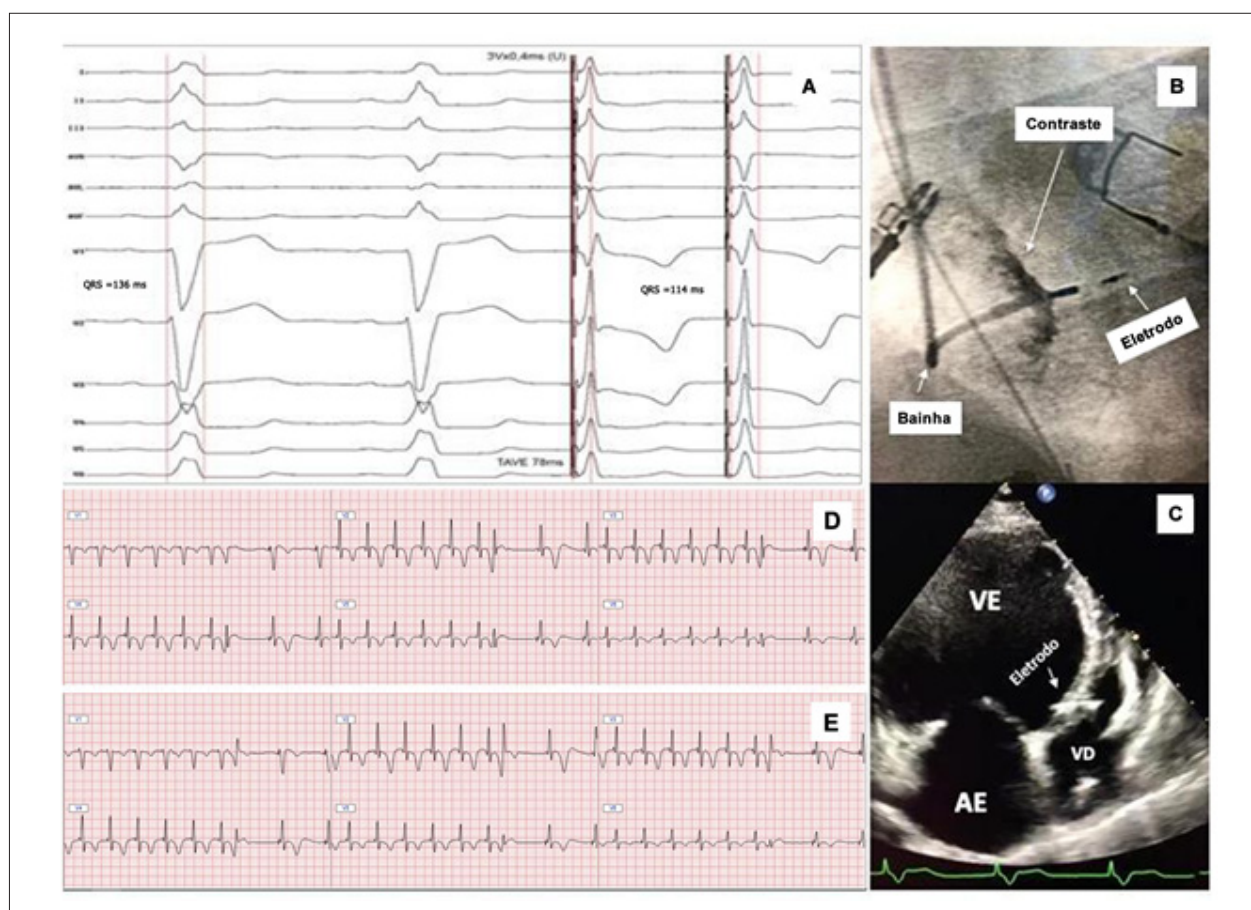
Técnica de extraestímulos por meio do eletrodo do marca-passo para demonstrar captura do ramo esquerdo (RE). O painel A mostra a presença de ritmo sinusal com bloqueio do ramo esquerdo (BRE) com duração do complexo QRS de 136 ms (dois batimentos iniciais). Durante a estimulação do RE, observa-se redução da duração do complexo QRS para 114 ms com um tempo de ativação do ventricular esquerdo (TAVE) de 78 ms. A posição do eletrodo pode ser evidenciada em projeção oblíqua anterior esquerda a 30° durante injeção de contraste através da bainha, e um ecocardiograma transtorácico bidimensional ilustra a posição desse mesmo eletrodo por meio do septo interventricular no painel C. Os painéis D e E ilustram a diferença na morfologia do complexo QRS em V1 durante estimulação contínua seguida de extraestímulos com intervalo de acoplamento progressivamente mais curto. Ao contrário do que demonstrado no painel E, em que um complexo qR pode ser claramente identificado, o complexo QRS em V1 não apresenta a morfologia característica de captura do RE. No painel D, o período refratário da porção muscular do septo interventricular ainda não havia sido atingido. Com a diminuição do acoplamento do extraestímulo em 10 ms, observa-se a perda da captura muscular septal e o padrão típico de captura do RE. VD: ventrículo direito; VE: ventrículo esquerdo; AE: átrio esquerdo.
